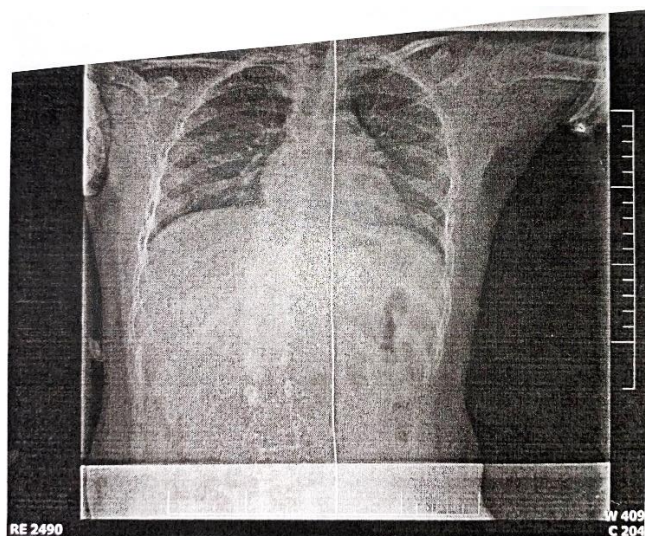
RTG říjen 2020 - hrudník (zdroj vlastní)
